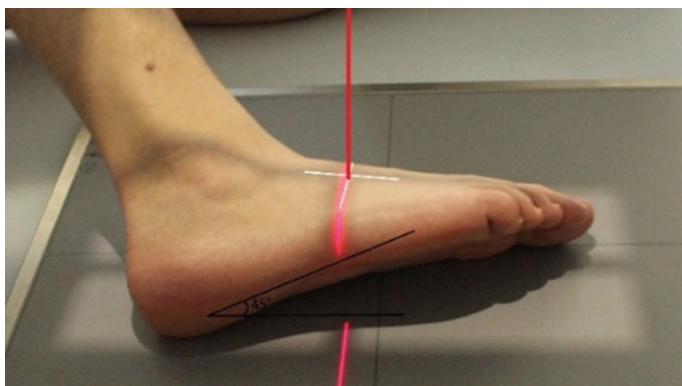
Рентгенография стопы. Задняя косая проекция
